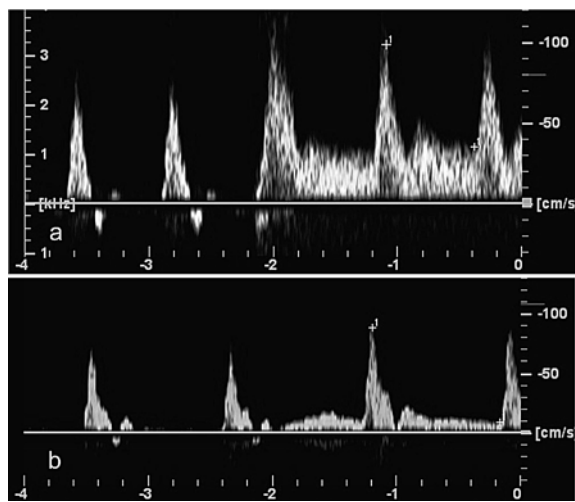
Doppler-Flussprofil in der Arteria radialis präoperativ unter reaktiver Hyperämie (Öffnen der Faust nach zweiminütigem Faustschluss): a gute arterielle Weitbarkeit mit kräftiger diastolischer Flusszunahme (RI 0,65), b eingeschränkte arterielle Weitbarkeit mit unzureichender diastolischer Flusszunahme (RI 0,90)
